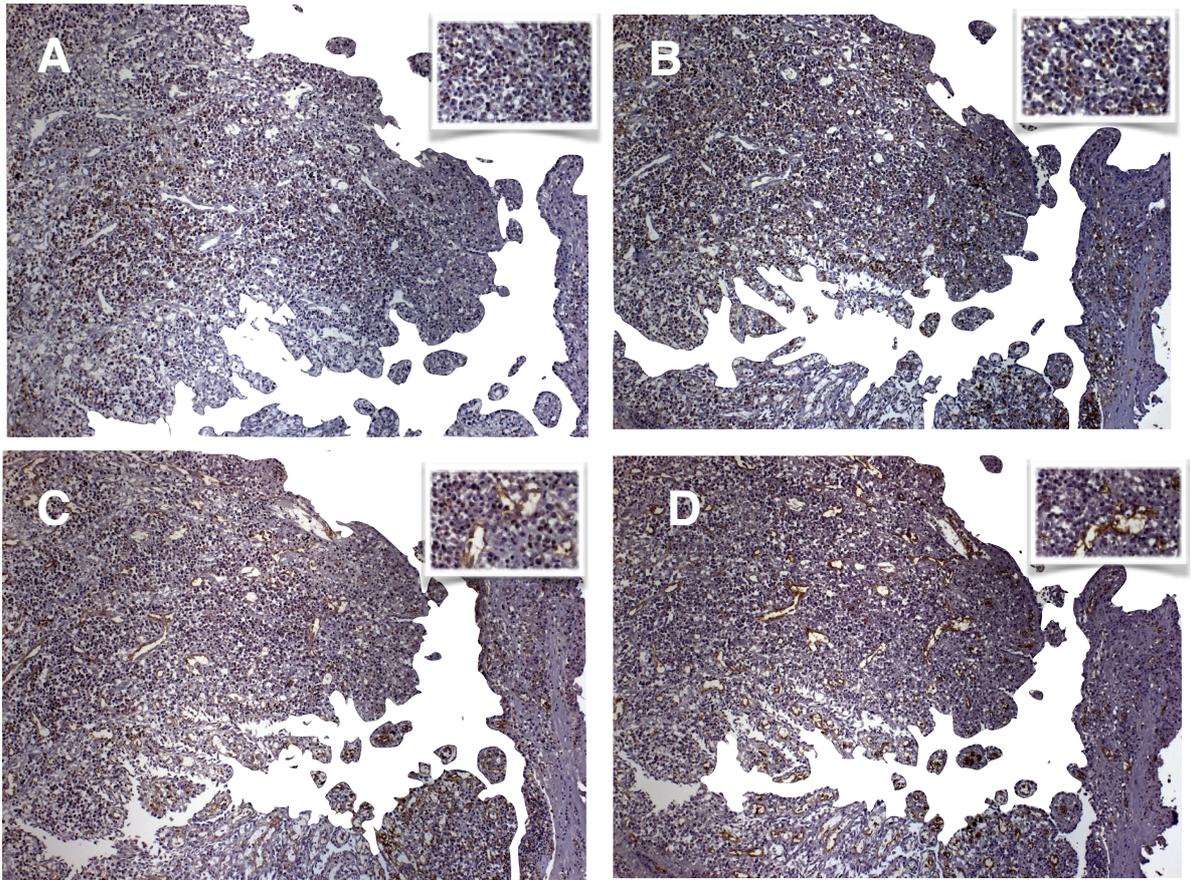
Fotomicrografia da expressão imuno-histoquímica dos marcadores no granuloma periapical (200x) - Expressão citoplasmática de: A) CD44, B) CD45, C) CD73 e D) CD105.
